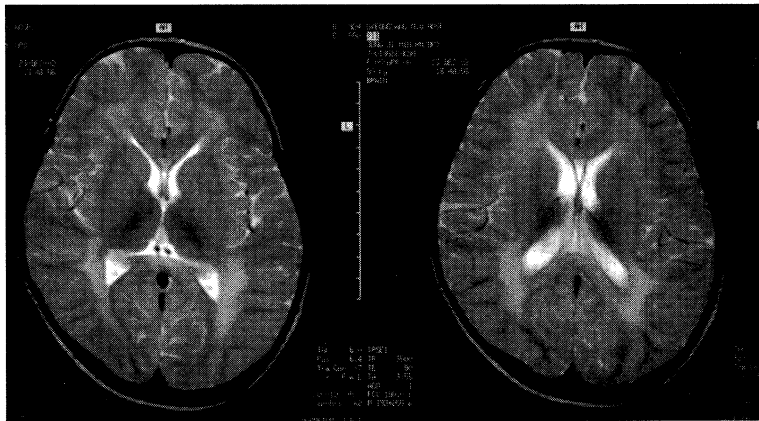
33-month-old girl with MLD. T2-weighted axial MR images reveals hyperintense changes in the deep white matter.
